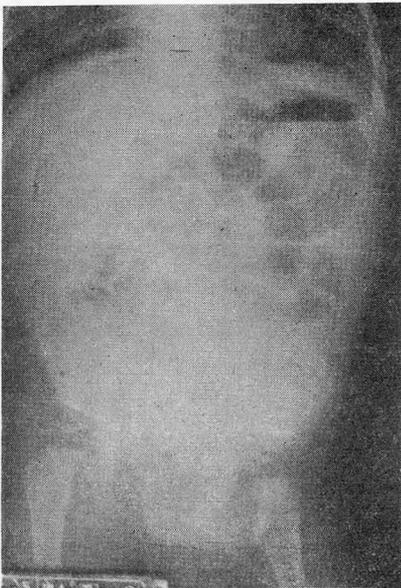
preliminary scout radiograph of upright abdomen.
